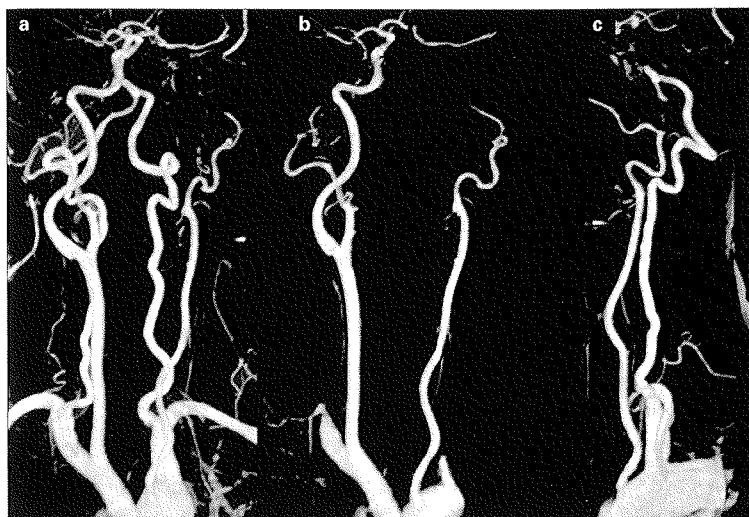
a,b) Angiografía-RM de troncos supraaórticos con arteria carótida común (ACC) izquierda de calibre disminuido que no demuestra bifurcación carotídea ni arteria carótida interna; c) La visión lateral pone de manifiesto un menor calibre de la ACC izquierda comparada con la arteria vertebral ipsilateral.
